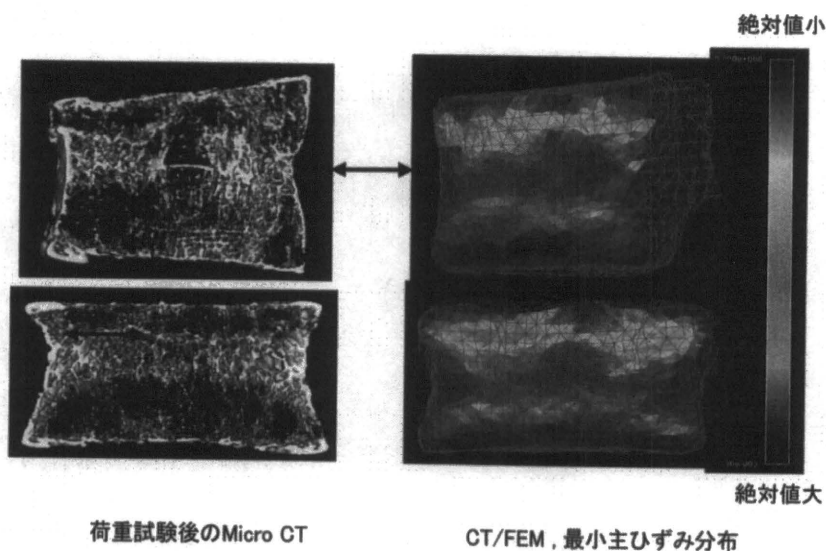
CT/FEMの骨折部位予測の正確性(第2腰椎)
